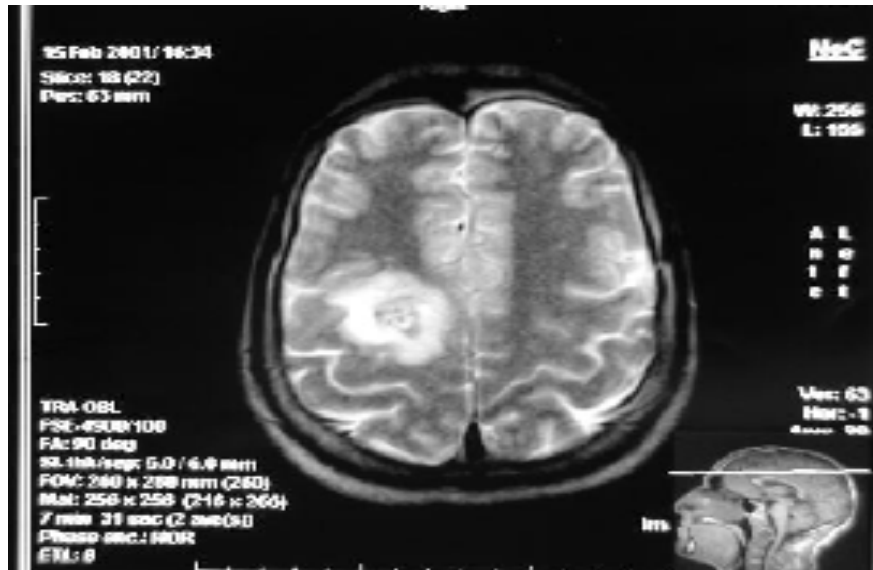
IRM cérébrale en coupe axiale en séquence pondérée T2 avec injection de gadolinium montrant une formation arrondie bien limitée, prérolandique du côté droit, avec œdème hyperintense, ainsi que le centre mais moucheté, hétérogène avec présence d'un halo périnodulaire en rapport avec un cavernome (service de Radiologie du CHU MED VI).
